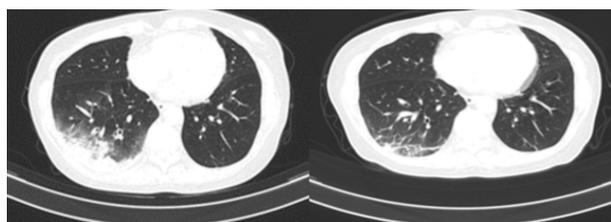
左图为病例 1 入院时(2020-11-18)肺部 CT,右图为病例 1 出院前(2020-11-26)肺部 CT
